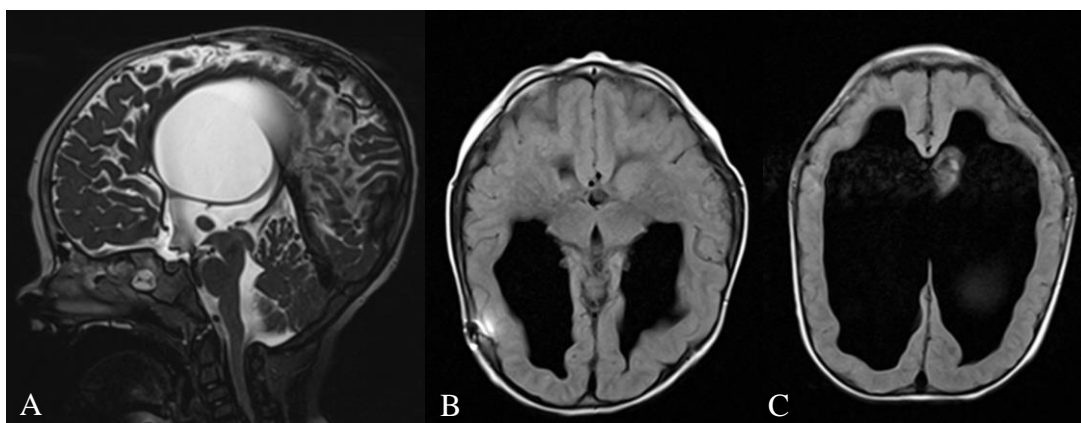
RM de crânio do caso 6.1. (A) Imagem sagital T2 (A) mostrando displasia da junção mesencéfalo-diencefálica, com estenose do aqueduto; afinamento do corpo caloso; e (B) e (C) Axial FLAIR, demonstram severa dilatação dos ventrículos laterais; afinamento do manto cerebral remanescente com escassez de sua substância branca, disíria cerebral difusa e indistinção dos núcleos da base (B)
